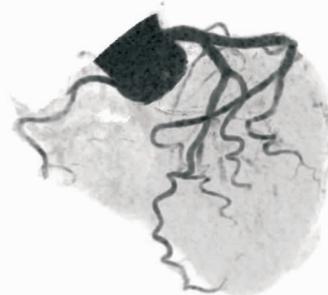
患者术前经双源 CT 评估冠状动脉第一间隔支
